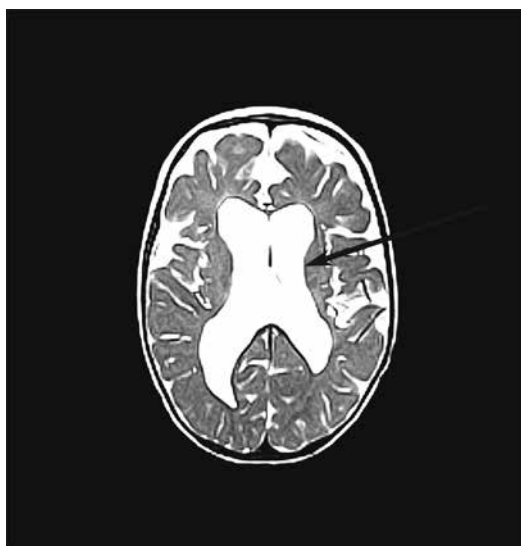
Магнитно-резонансная томограмма викарной гидроцефалии вследствие корково-подкорковой атрофии (стрелкой показано расширение боковых желудочков)
